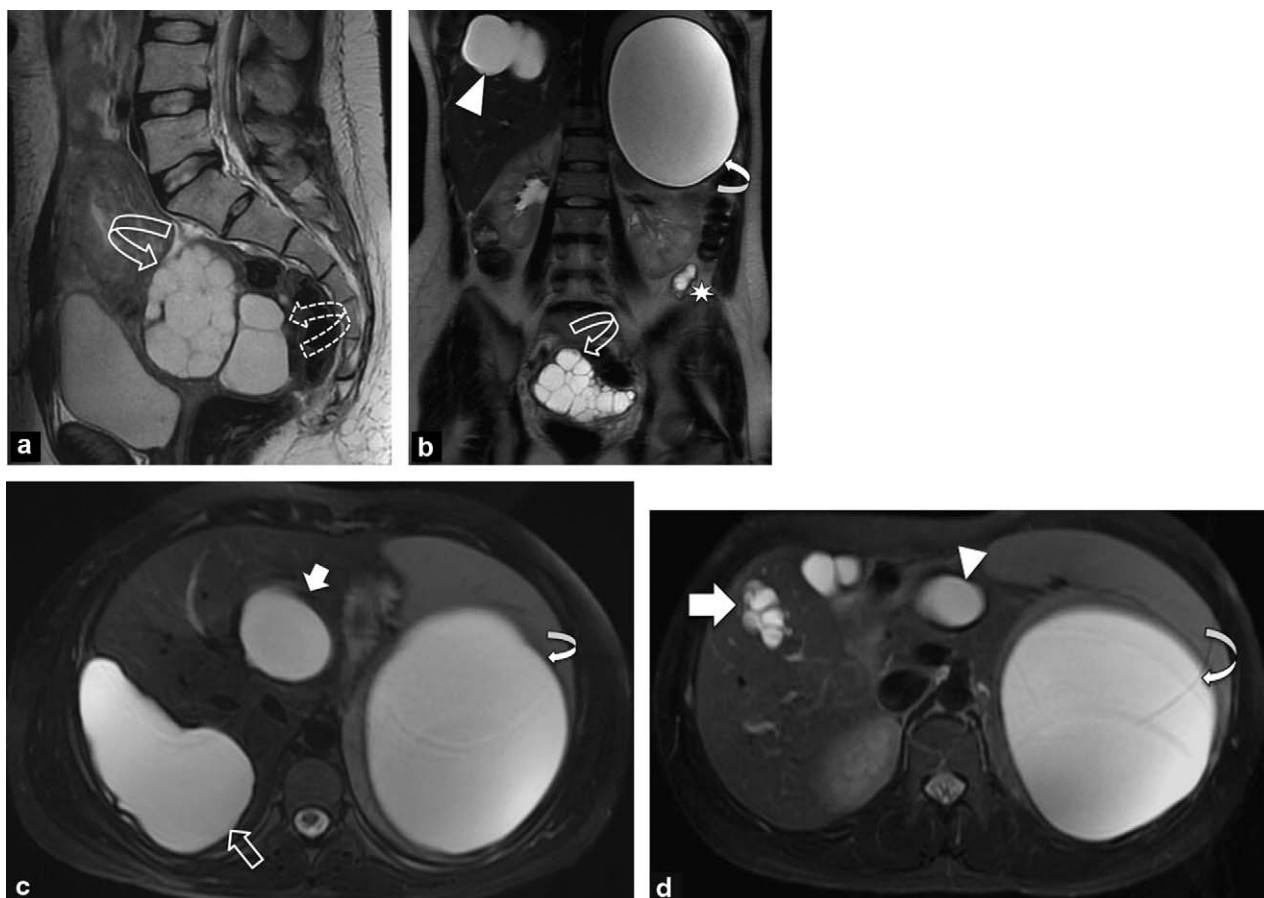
IRM. a : kyste annexiel type 3 selon Gharbi annexiel gauche (flèche creuse courbe)/kyste type I du cul-de-sac de Douglas (flèche courbe en pointillée); b : kyste type 1 hépatique segment 7 (tête de flèche pleine), splénique (flèche courbe pleine), péritonéal (gouttières pariétocoliques : étoile); c : kystes type 1 intrahépatiques : segment 7 (flèche creuse), segment 4 (flèche pleine); d : kyste type 1 péritonéal (petit omentum : tête de flèche pleine); kyste intrasplénique type 1 (flèche courbe pleine); kyste type 3 segment 5 hépatique (flèche pleine).
